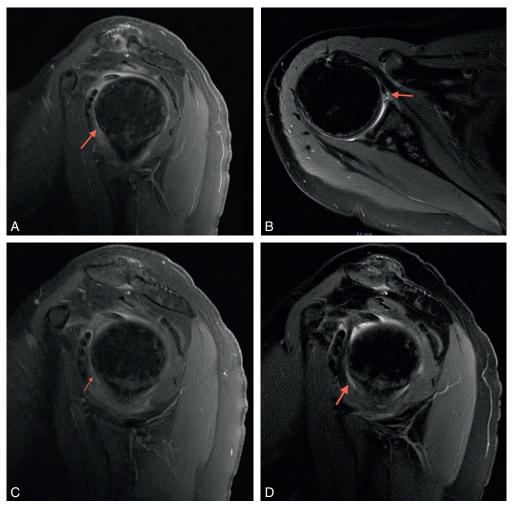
Même patiente qu'en figure 46.1, épaule droite. Arthro-IRM en pondération T2. Épaississement et hypersignal en T2 du ligament glénohuméral inférieur (LGHI). Sur les coupes sagittales (a, b et c), on suit l'épaississement du LGHI. Sur la figure d (coupe transversale), on note l'hypersignal sur le versant glénoïdien.
